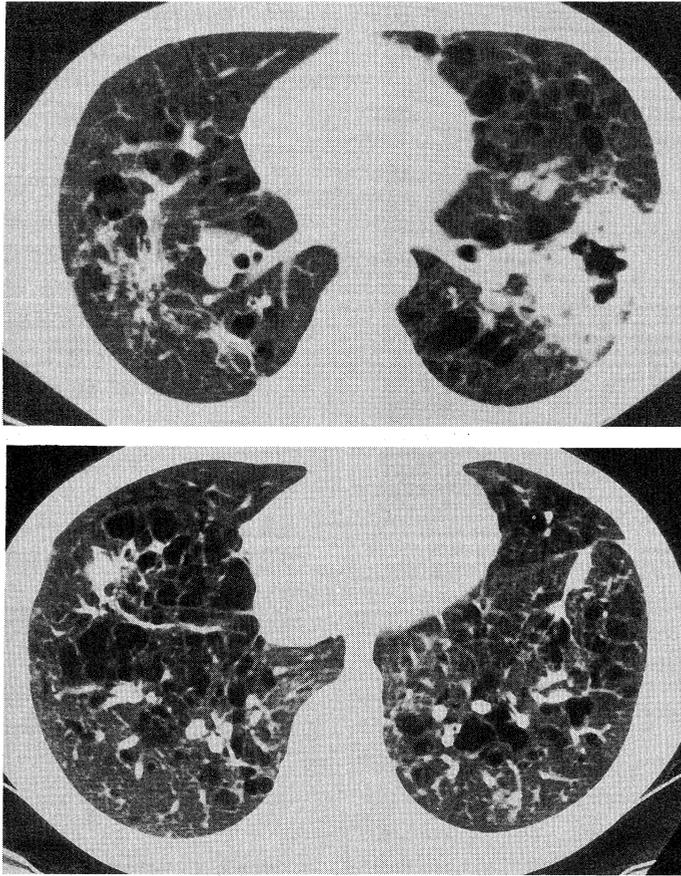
CT scan of the lower-lung zones taken after 1-month treatment reveals consolidation with a cavity in the left lung and scar formation in the right lung. Many small low attenuated areas that is the cystic lesions are seen in the lung parenchyma, that could not be detected in the chest roentgenogram.
